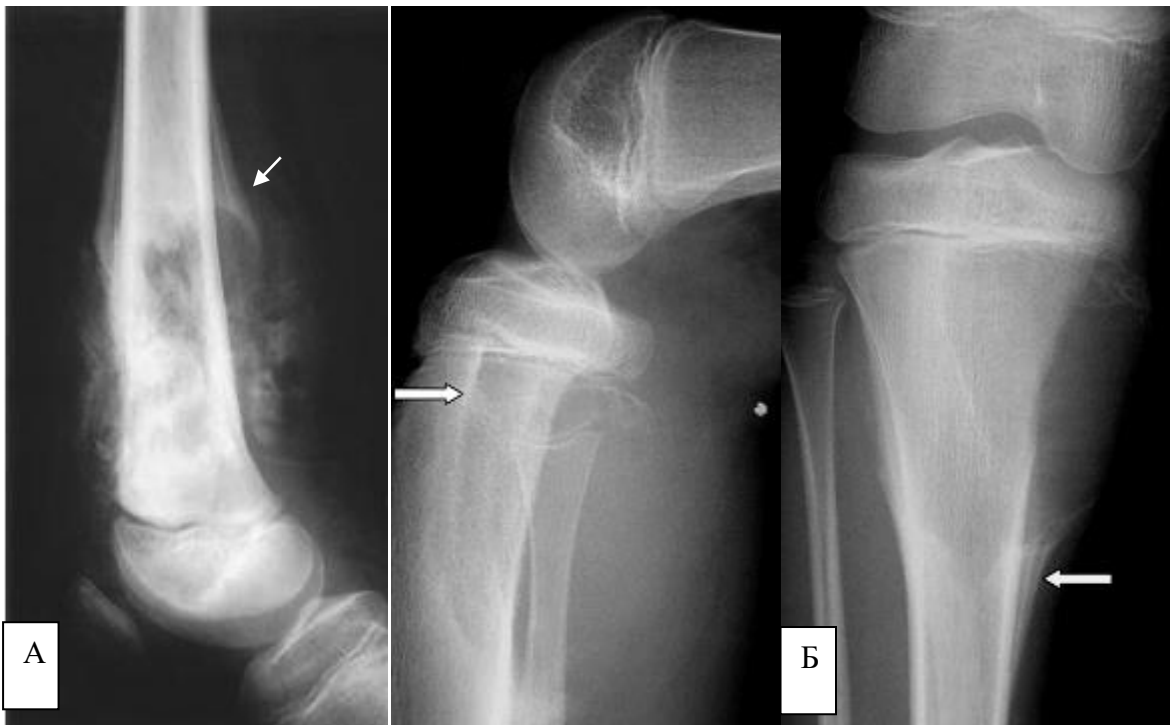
Рентгенограми в бічній і прямій проекціях різних пацієнтів. Змішана ОС (А) і АКК (Б). До диференціальної діагностики – звертає на себе увагу поздовжнє (а не поперечне) розшарування окістя з утворенням козирка біля полюсів утворень (стрілки).
